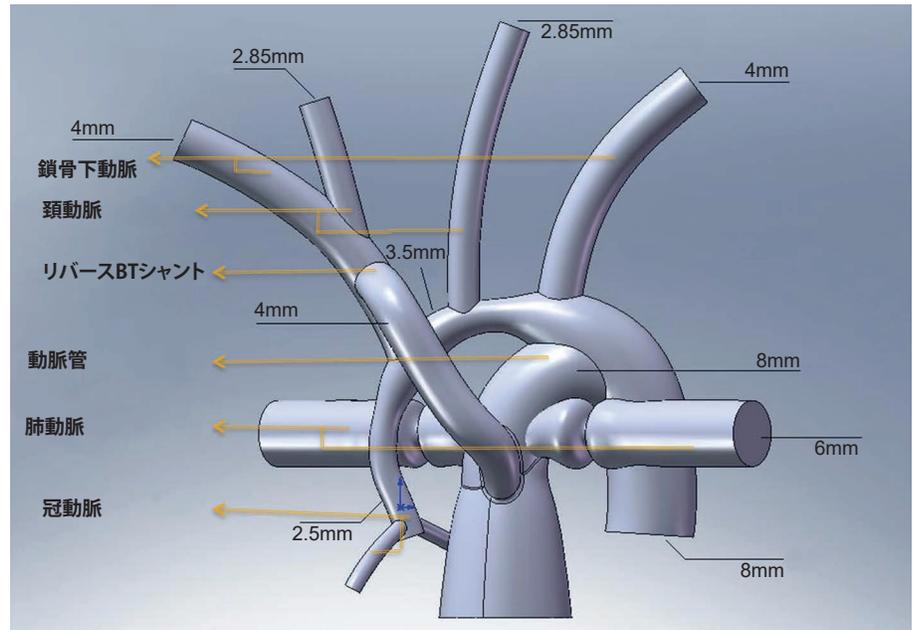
リバースBTシャント(RBTS)を用いたハイブリッド・ノーウッド(HN)手術の3Dモデル
